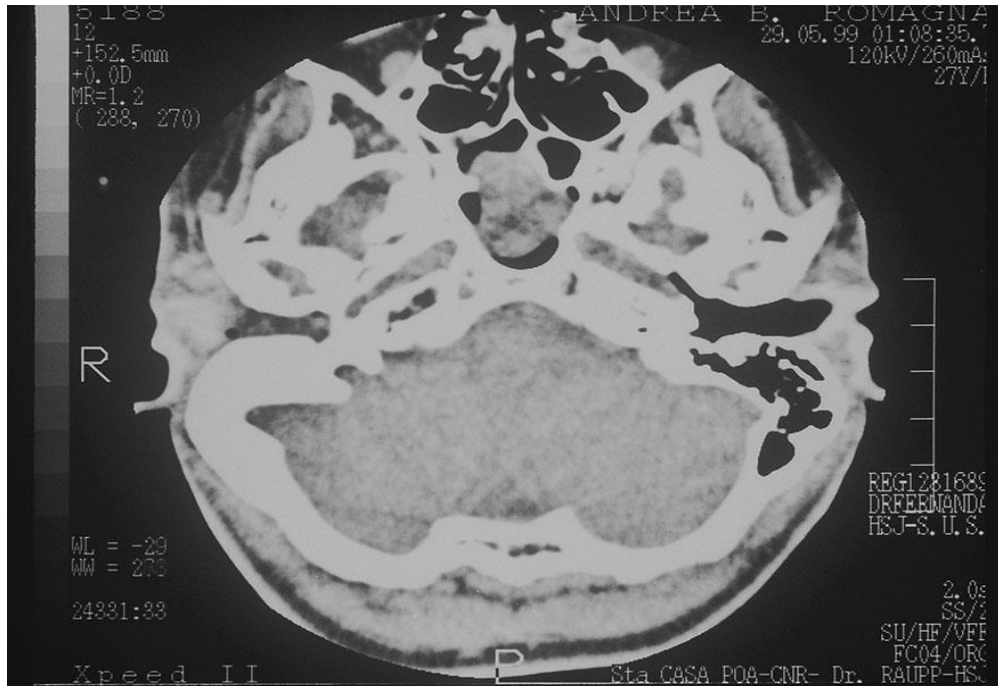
Sinonasal CT scan shows that the sphenoid sinus is full of soft tissue
